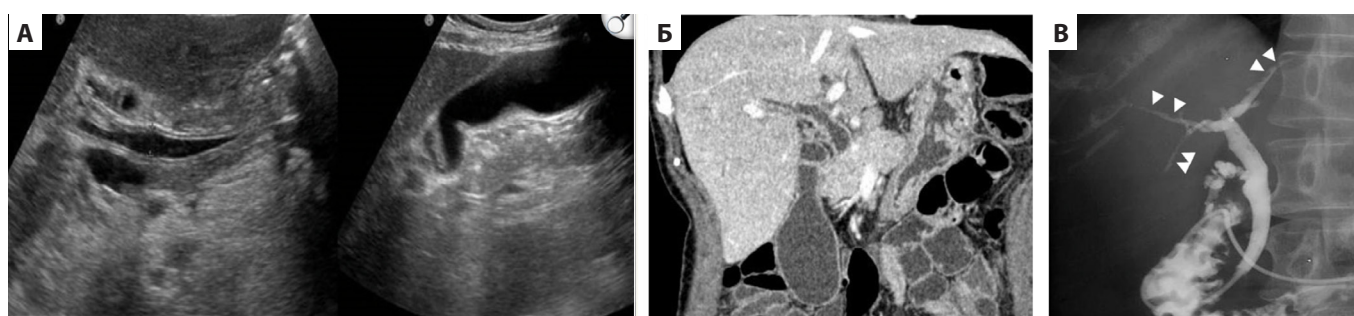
61-летняя женщина с диагнозом «рак шейки матки» прошла курс системной химиотерапии с применением паклитаксела и бевацизумаба. При УЗИ(А) и КТ(Б) выявляется утолщение стенок внепечёночных и внутрипечёночных жёлчных протоков, сопровождающееся стриктурой и расширением. При холангиографии (В), проведённой через назобилиарный дренаж, определяются стриктуры и расширение внутрипечёночных жёлчных протоков в обеих долях печени (указаны стрелками), хотя изменения во внепечёночных жёлчных протоках незначительны [10]
